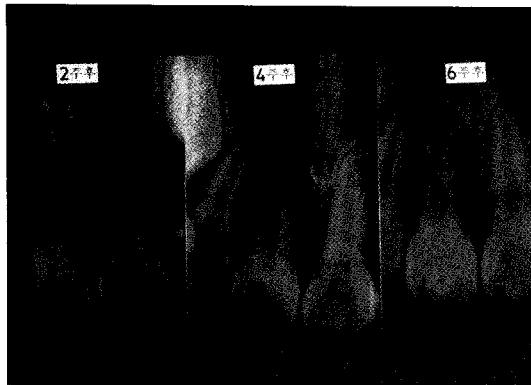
2주, 4주, 6주후 상악 전치부 치근단 방사선 사진
